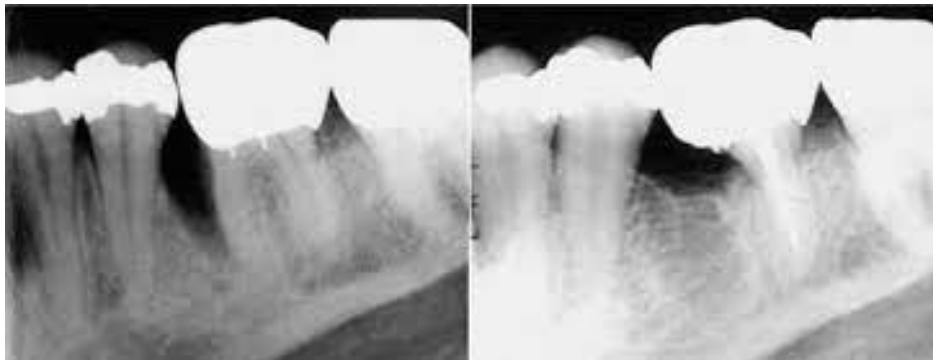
Comparación radiografías periapicales (izq.) Molar inferior con lesión periodontal y diagnóstico de perforación radicular (raíz mesial) (der.) Radiografía control post operatoria 5 meses después.²⁸
